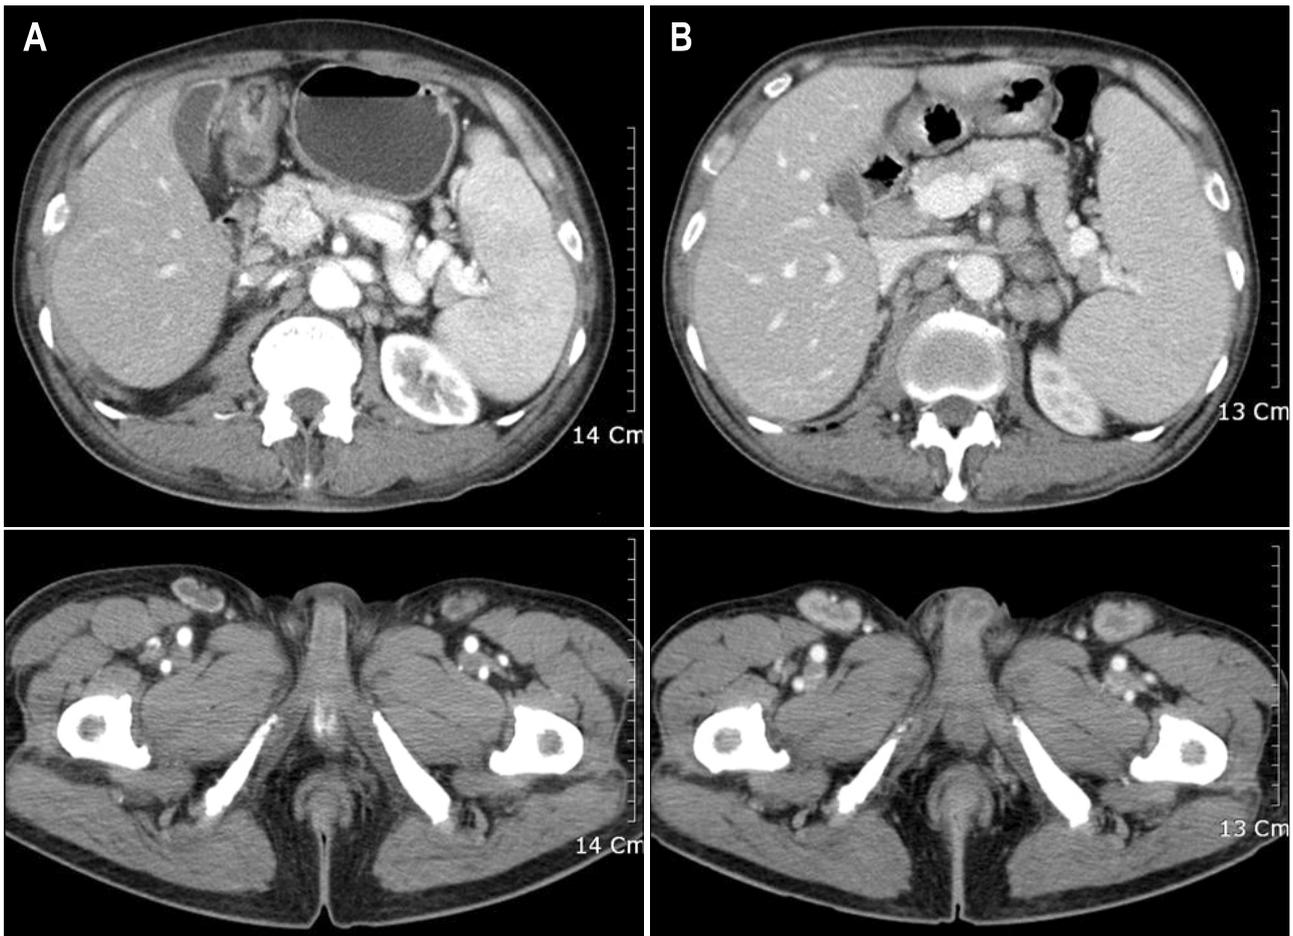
Computed tomography findings. (A) About 1 cm-sized enlarged paraortic lymph nodes and 2-3 cm-sized large inguinal lymph nodes with mild splenomegaly were seen on initial computed tomography. (B) On the fifth month after initial study, markedly enlarged intraabdominal and inguinal lymph nodes with apparent splenomegaly were seen.
